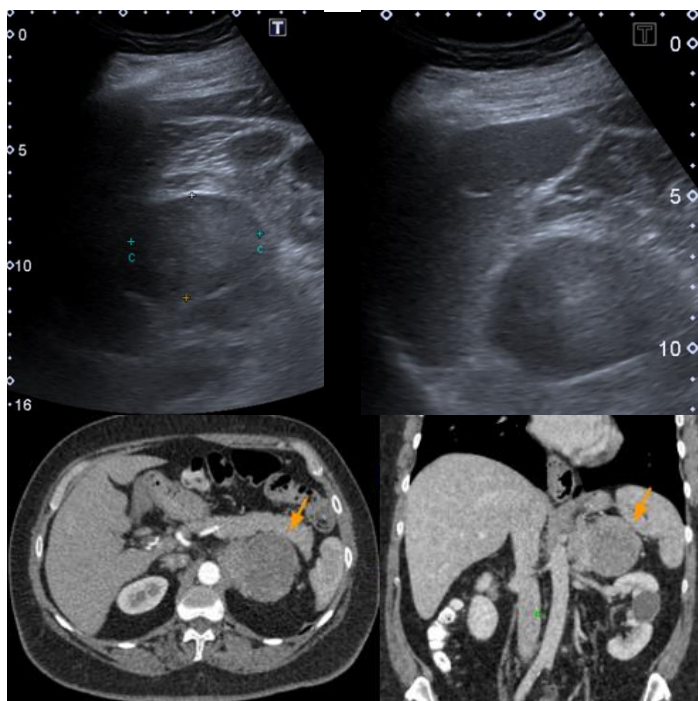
Carcinoma suprarrenal. Arriba ecografía, abajo TC de abdomen con contraste EV(flechas naranja).
